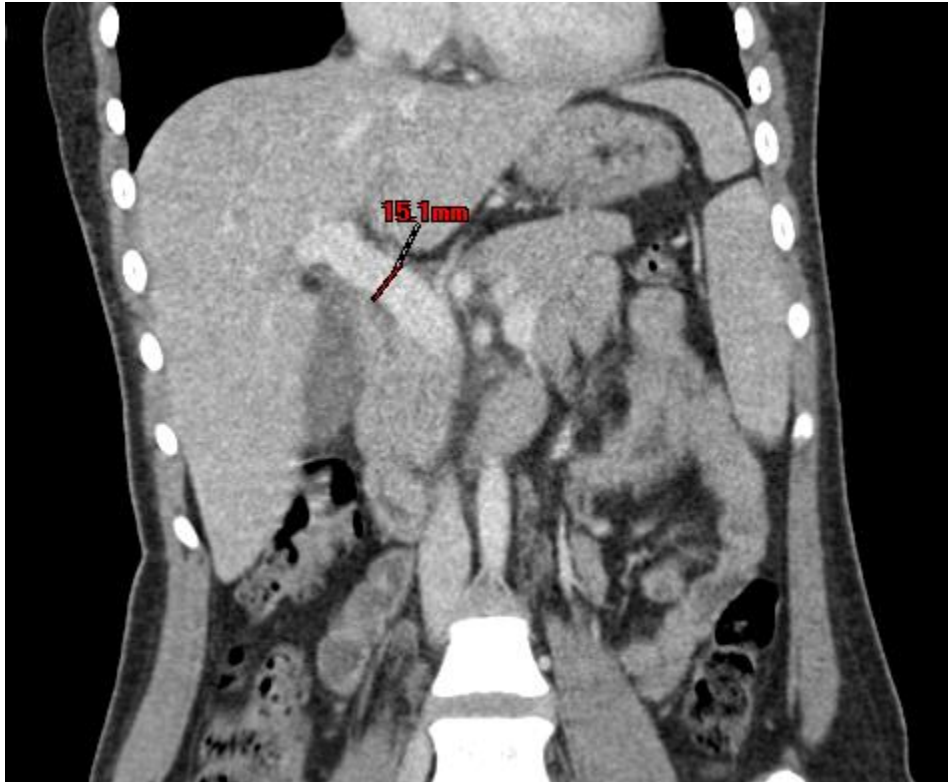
Coupe coronale en TDM abdominale montrant une dilatation du tronc porte, mesurée ici à 15,1 mm, dépassant largement le calibre physiologique normal (≤ 13 mm).
